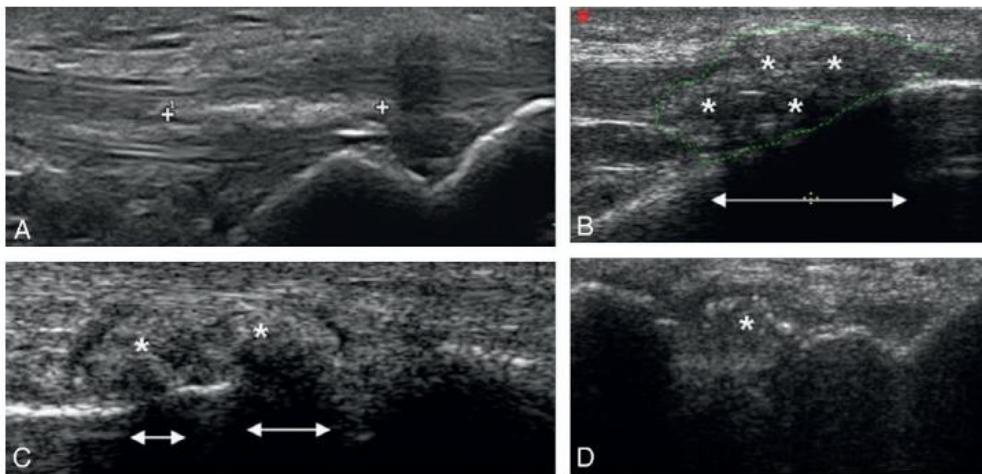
C Différents aspects échographiques de tophus goutteux.
